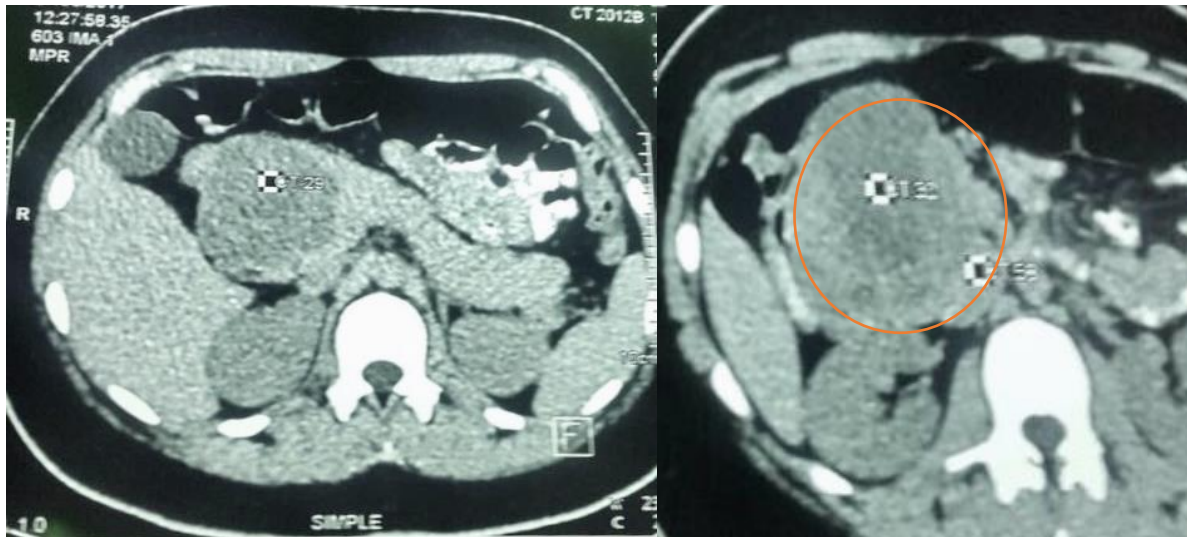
TC simple de abdomen donde se evidencia la lesion tumoral.
